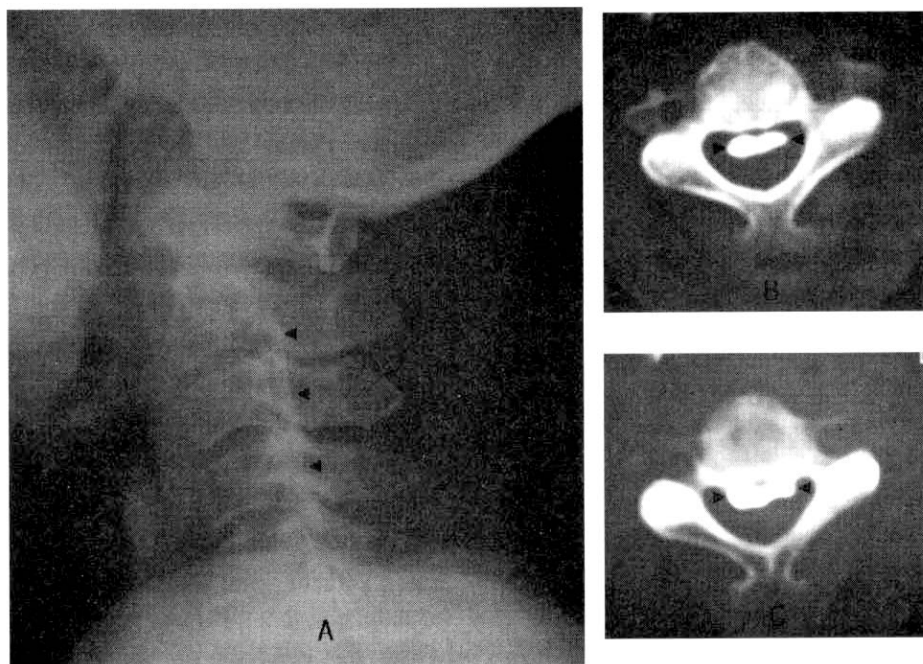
(A) A lateral radiograph of the cervical spine demonstrates ossification of the posterior longitudinal ligament that extends from the lower portion of C2 down to the upper portion of C5 (triangle). (B), (C) Axial computed tomographic scan at C4(B) and C5(C) level demonstrates the ossified posterior longitudinal ligament(opposing triangles)
